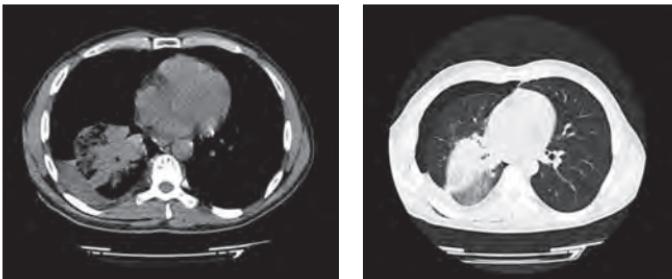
КТ-картина образования правого легкого с выпотом в правой плевральной полости у пациента М.
